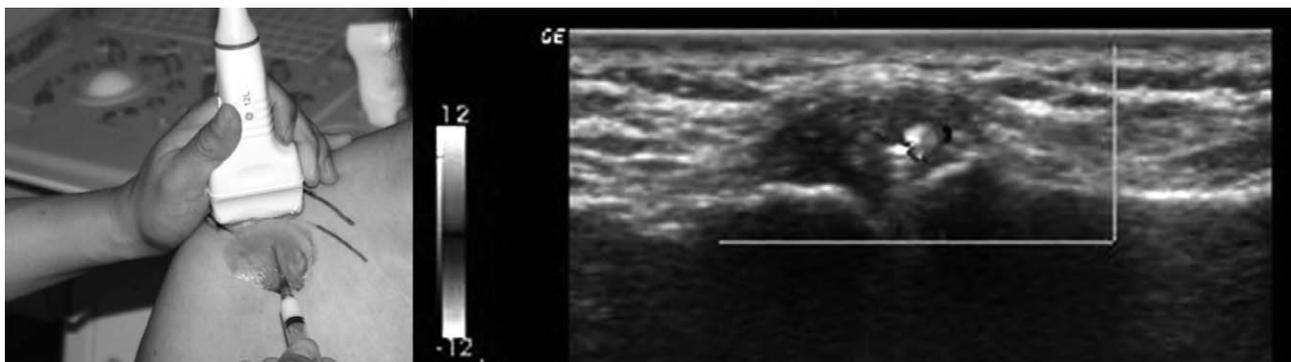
Ultrasound-guided AC joint intraarticular injection (transverse scan to joint).
